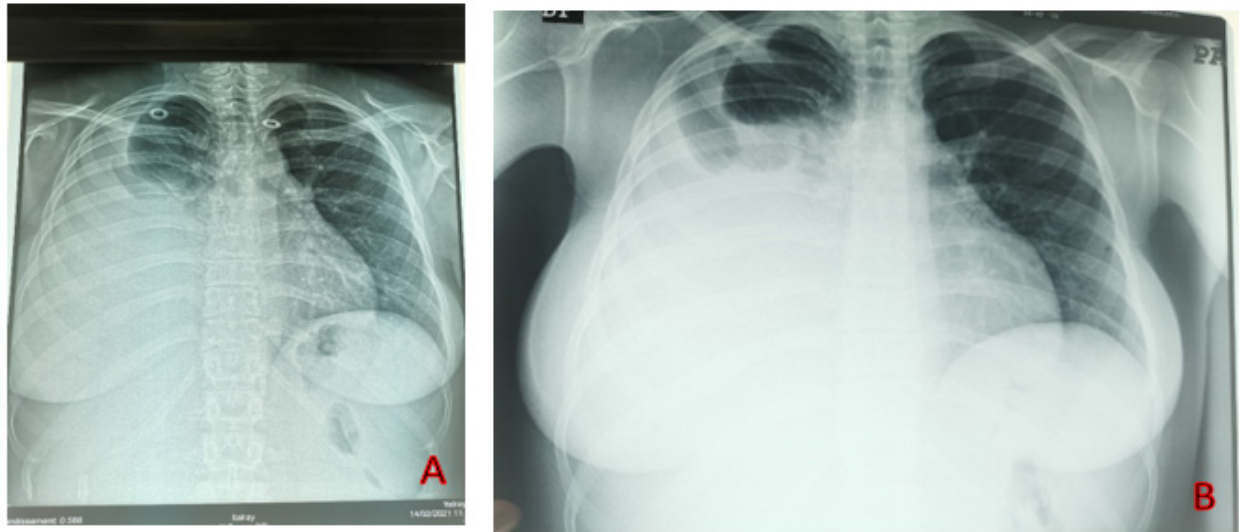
Radiographie thoracique de la patiente montrant un hydrothorax. (A) avant la ponction évacuatrice. (B) 2 jours après la ponction évacuatrice.
